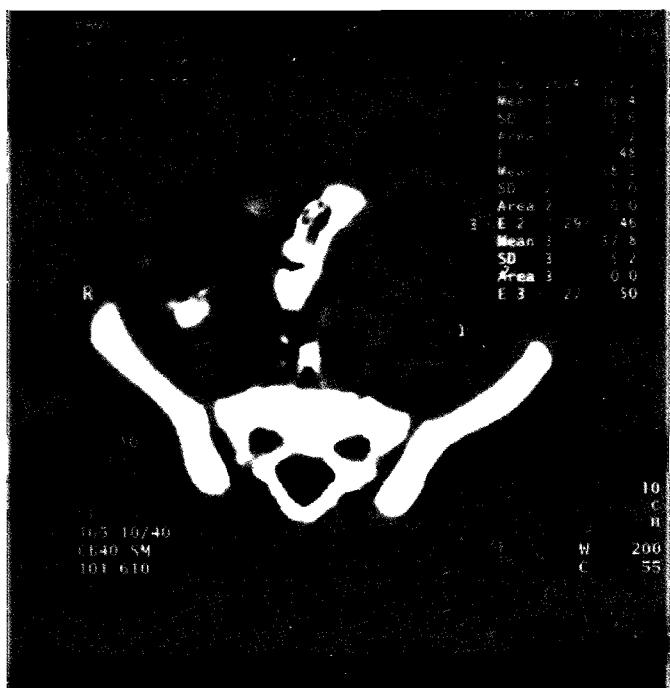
Компьютерная томография брюшной полости и забрюшинного пространства больной М., 1,5 лет. Объемное образование 6,0 × 3,8 × 3,3 см неоднородной плотности располагается в забрюшинном пространстве слева. Опухоль представляет собой кистоподобную структуру с мягкотканым компонентом и нечетко выраженной капсулой.
